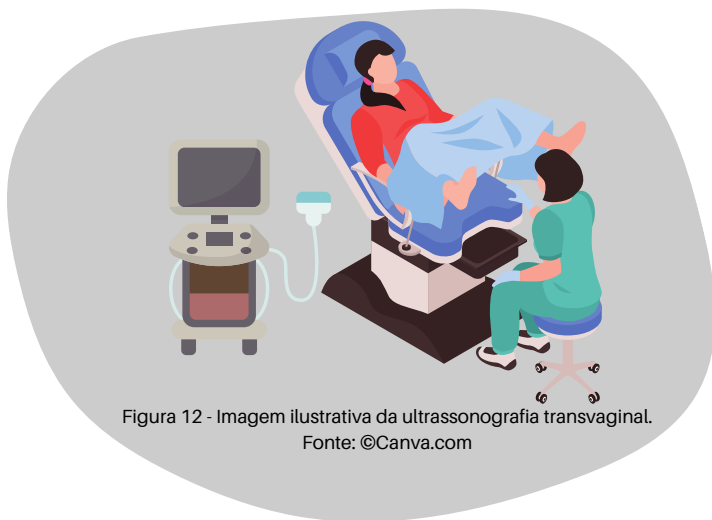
Imagem ilustrativa da ultrassonografia transvaginal.
